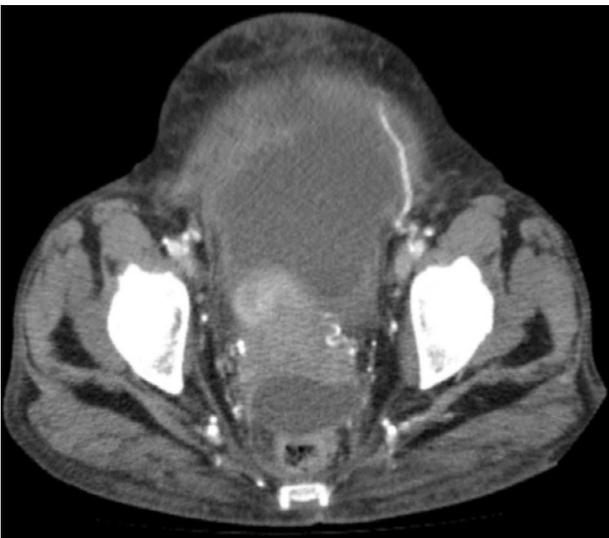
TAC abdominopélvica. Corte transversal.
